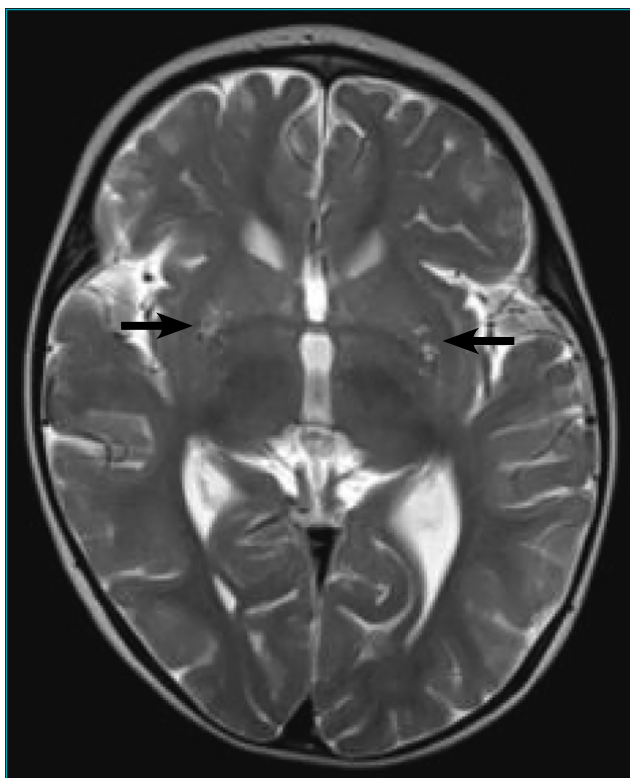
Corte axial da ressonância magnética cranioencefálica (T2) da paciente com síndrome de Leigh e mutação 8993T>G. As setas mostram o hipersinal lenticular bilateral.
